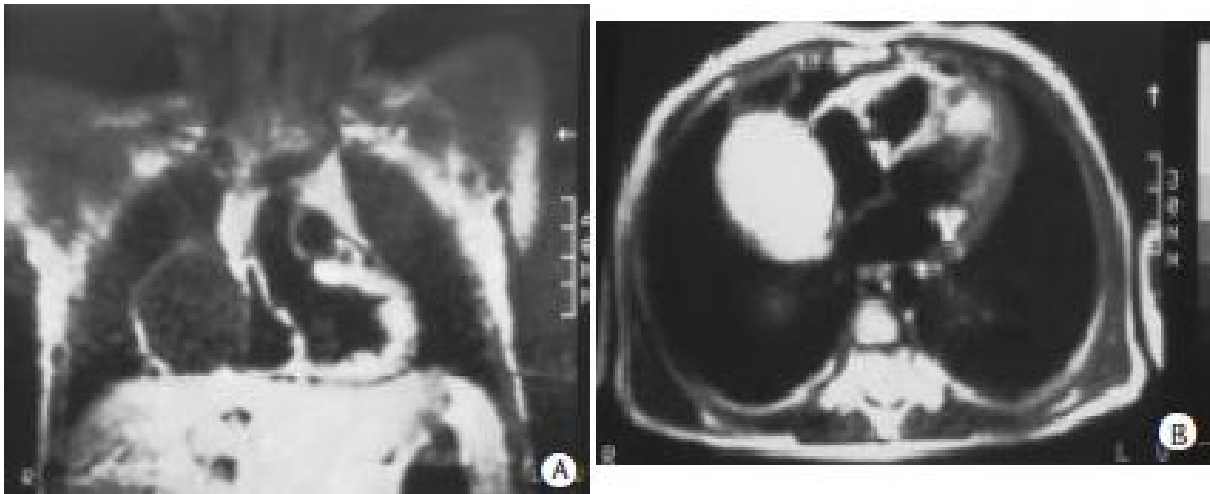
IRM : coupe frontale (A) et transverse en T2 (B), montre KHP appendu au bord droit de l'oreillette droite. La paroi du kyste est très épaisse [28]
